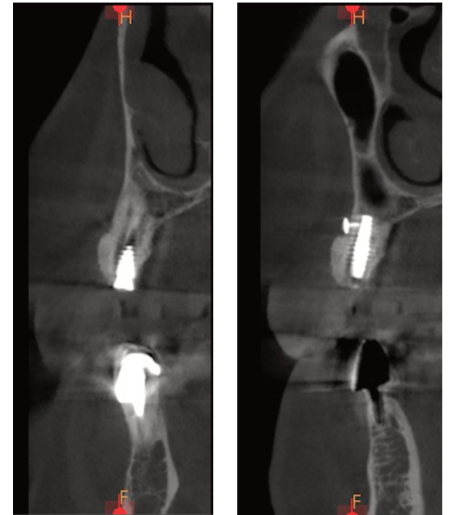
Extrait du second CBCT effectué avec un intervalle de 9 mois après l'expansion de crête
